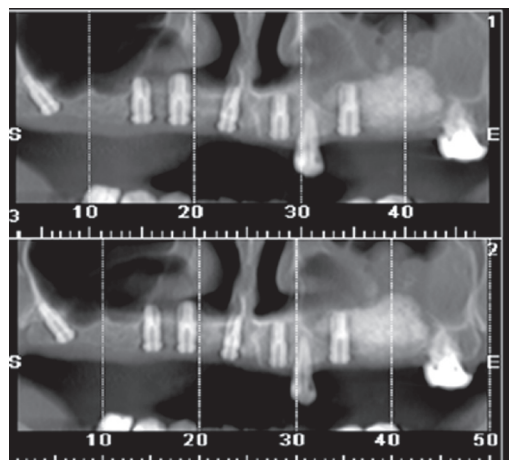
Imagens de tomografia computadorizada (reconstruções panorâmicas). Note a presença de implantes em toda a maxila e enxerto ósseo no interior do seio maxilar do lado esquerdo
